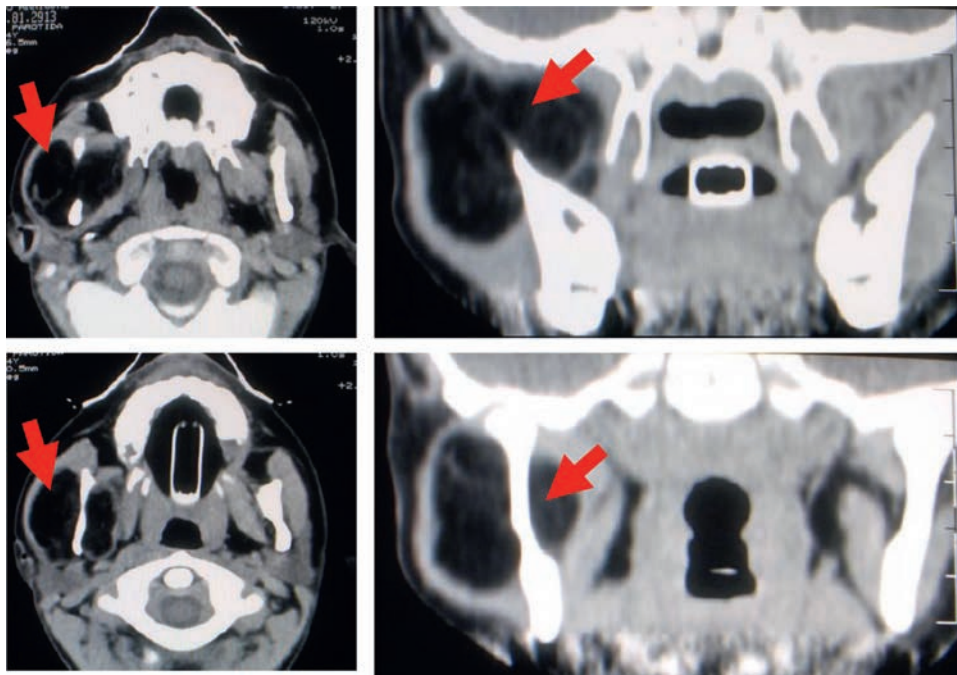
Tomografía axial computarizada. Los cortes axiales y coronales muestran lesión hipodensa de aspecto grasa en el espacio masticatorio derecho (flecha) que se extiende de la región maseteriana a la región pterigoidea a través de la escotadura sigmoidea entre el. cóndilo y la coronoides mandibular. Diagnóstico: lipoma.
